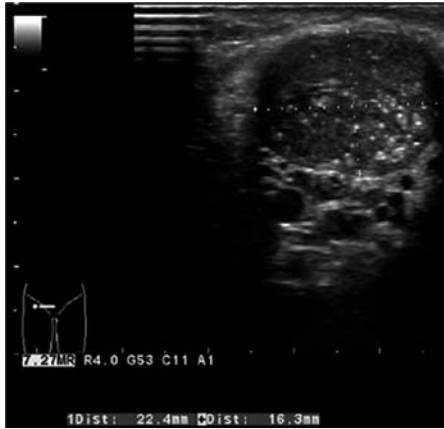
Ultrasound findings of right inguinal testis.
